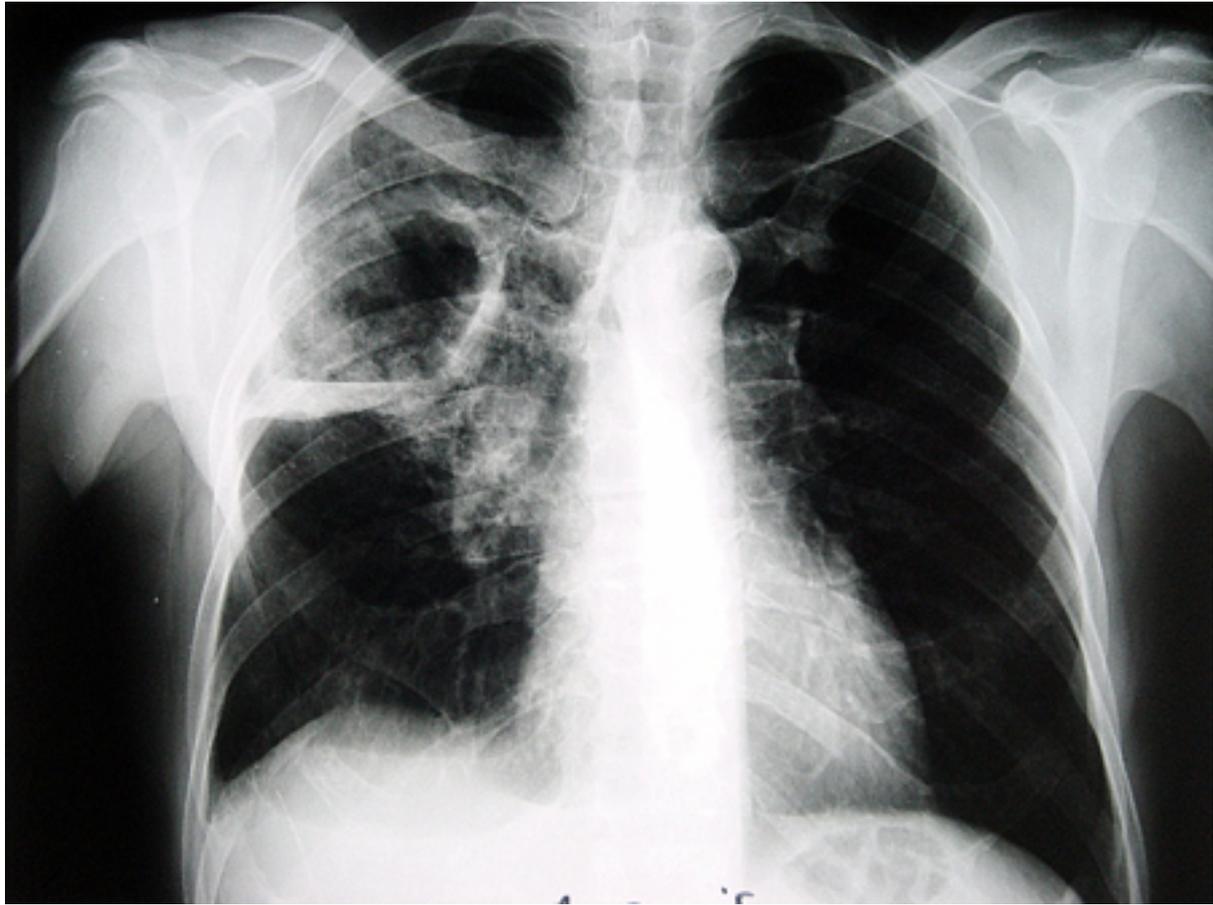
Radiografía de tórax que muestra un tumor de pulmón con cavitación central
